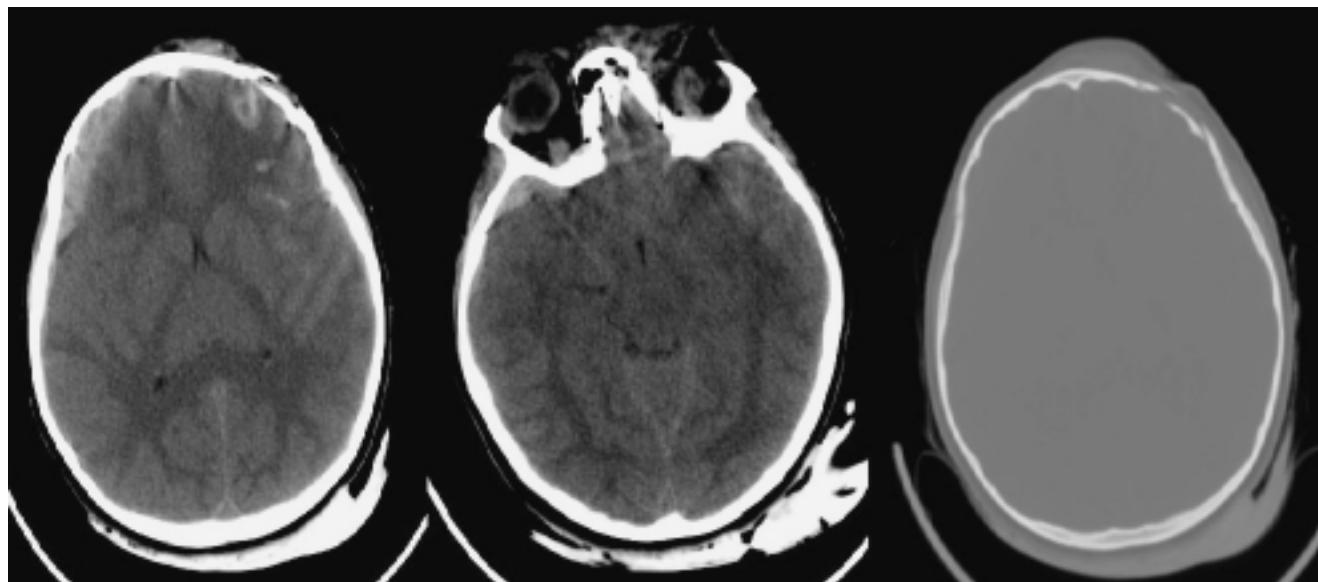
Escolar de nueve años que cayó de 1.7 m de altura. Glasgow: 15. La TC muestra traumatismo craneoencefálico leve con lesión axonal difusa tipo III. Hemorragia subdural y subaracnoidea difusa, surcos y cisuras borradadas, neumoencéfalo, fractura frontal izquierda.
